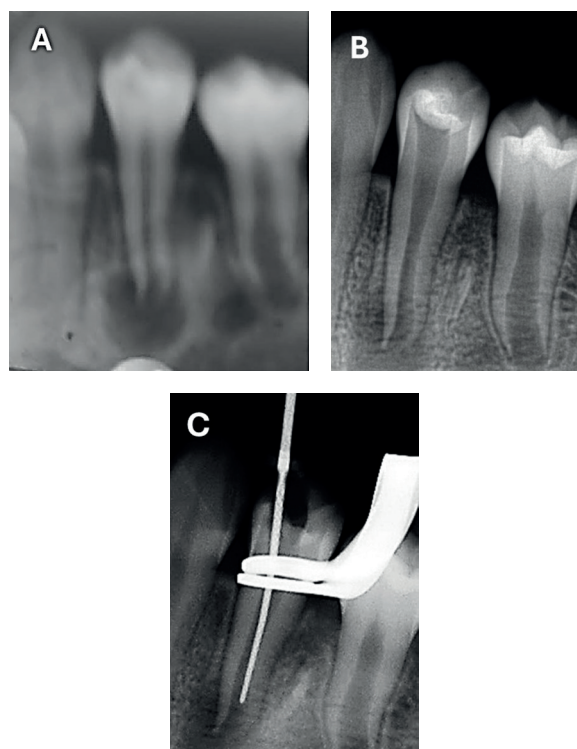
Radiografía preoperatoria (A), con la pasta triantibiótica (B), Inducción del coágulo en la segunda cita (C).
